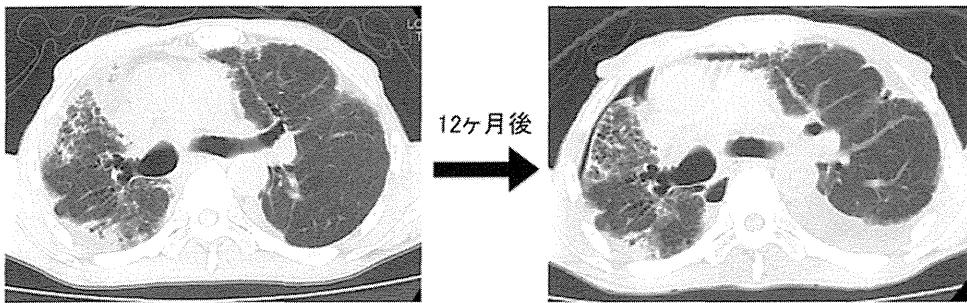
症例2における、ピルフェニドン治療中の胸部CT所見の変化。
